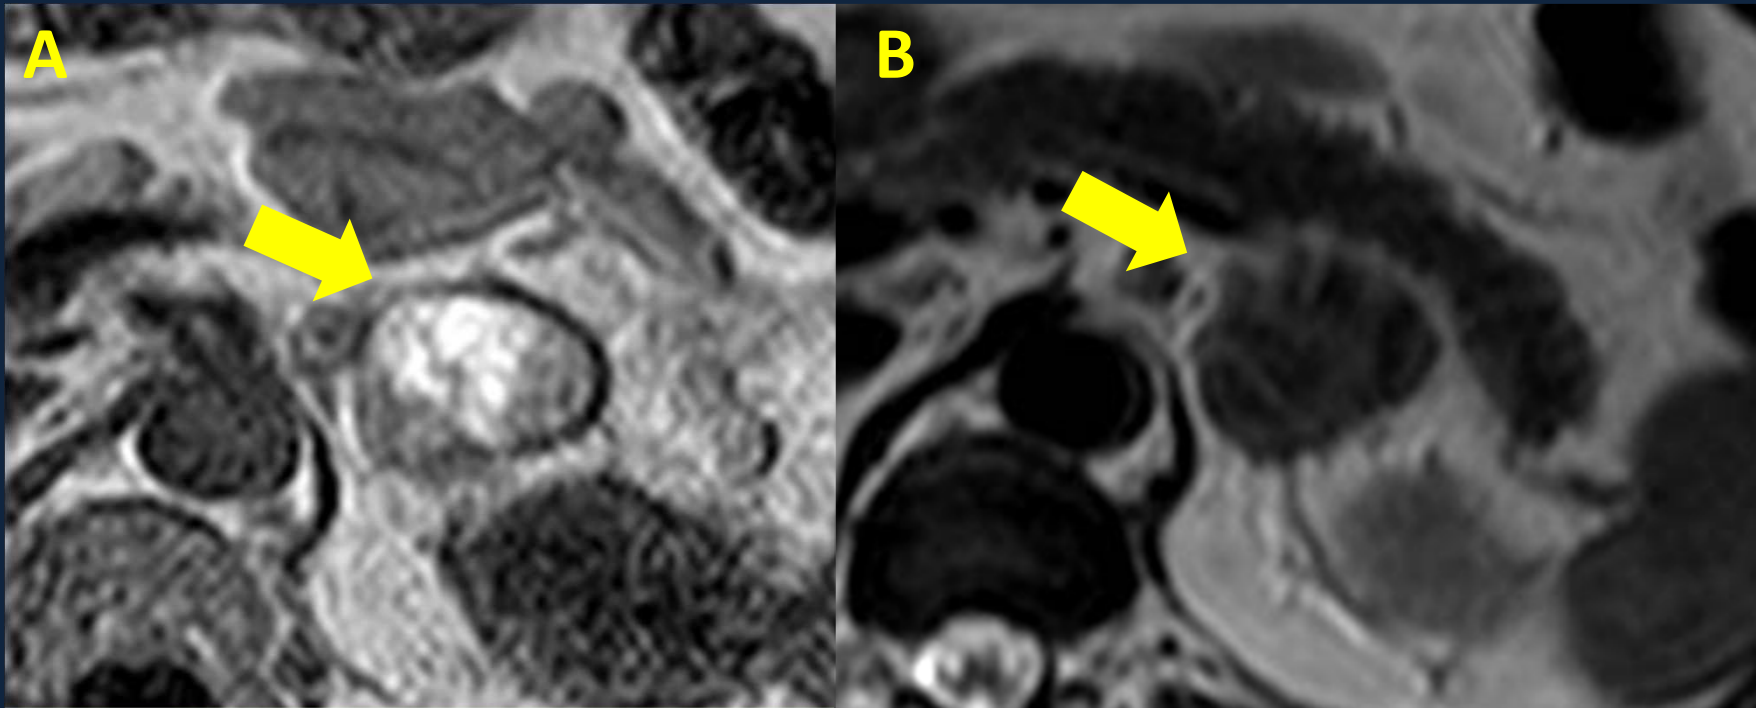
RM abdomen, sin contraste e.v. Se observa glándula suprarrenal izquierda (A) secuencia T1 heterogénea, con áreas centrales hiperintensas, (B) secuencia T2 heterogénea, con áreas centrales hipointensas.
